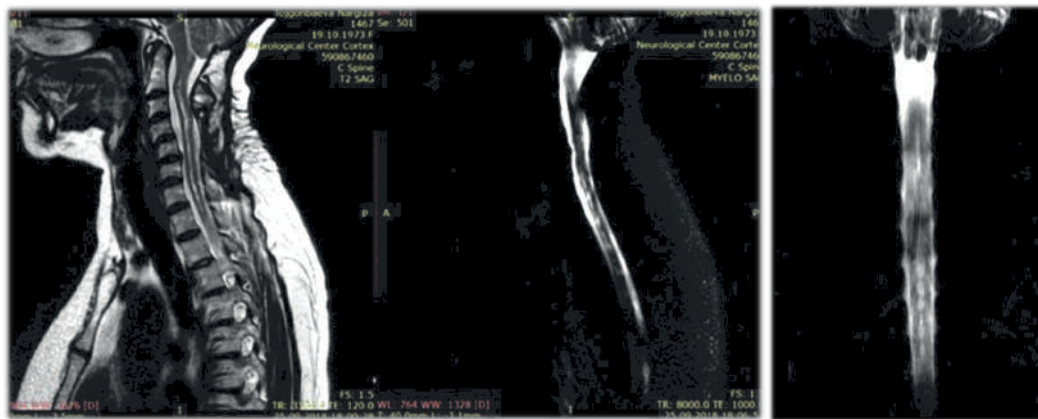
T2-взвешанный МРТ шейного отдела (а) и в режиме миелограммы (б) в сагиттальной плоскости, после сининго-субарахноидального шунтирования. Стрелка (в) указывает на проксимальный конец шунта
